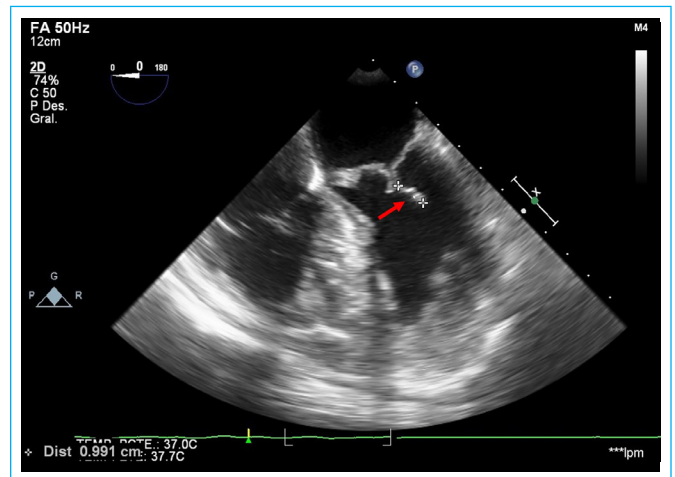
Imagen de ecocardiograma transesofágico a 0° en la que observamos el excedente de coaptación de la válvula mitral, siendo este 9.9 mm (señalado con flecha).
